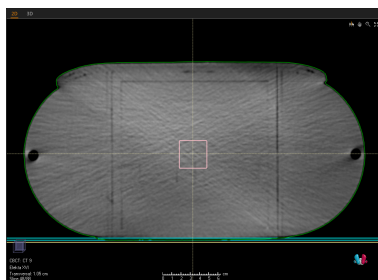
CBCT du fantôme pelvis avec un bolus de 8mm
